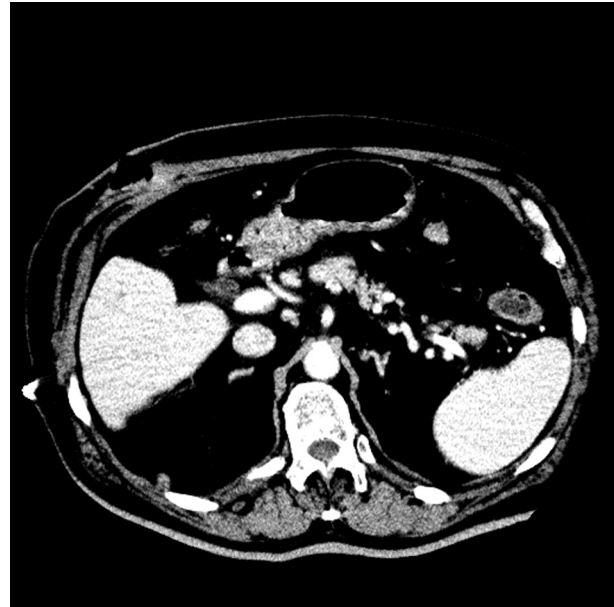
Obraz TK jamy brzusznej
